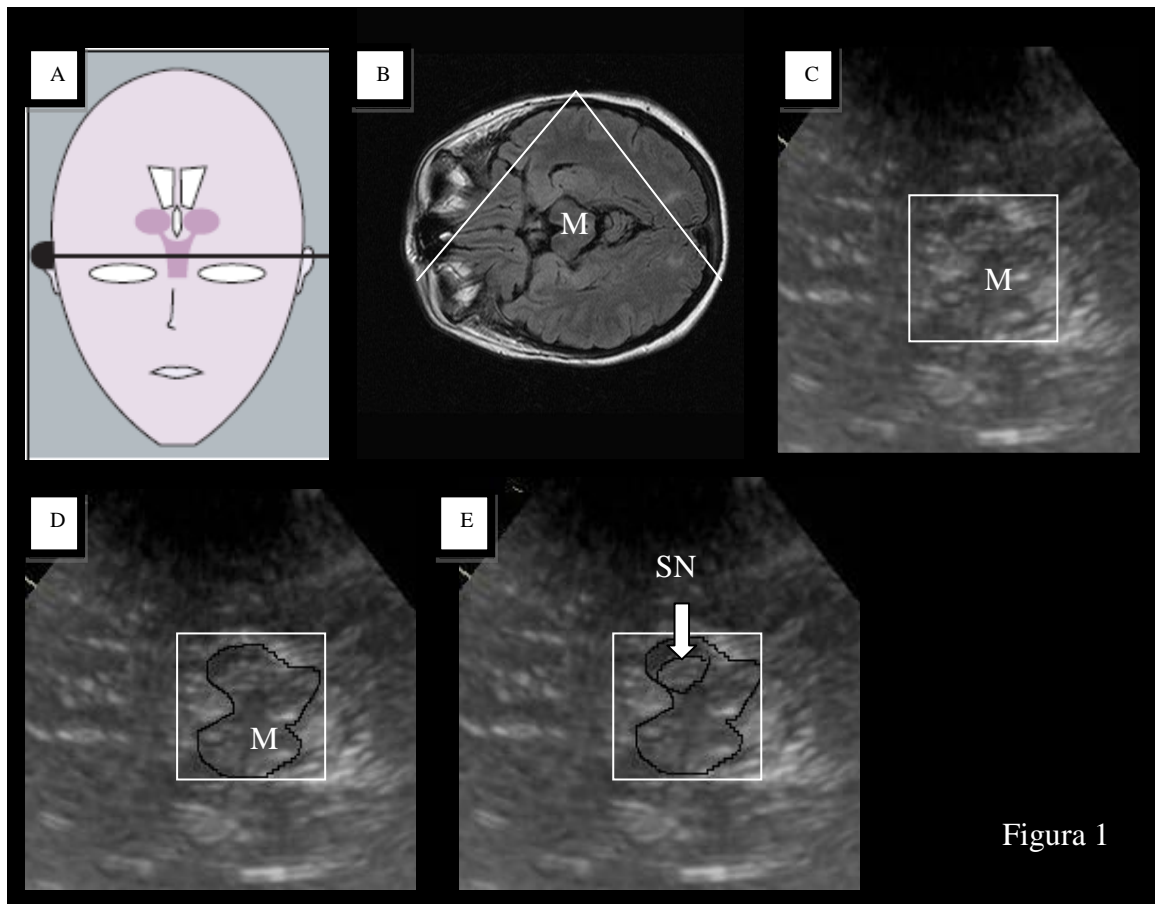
Plano mesencefálico. A. Ilustración esquemática del plano axial a nivel del mesencéfalo. B. RM cerebral, corte axial a nivel mesencefálico. C. Imagen de sonografía transcraneal correspondiente a B. El cuadro marca el área magnificada del mesencéfalo. D. Delimitación del mesencéfalo con una línea negra. E. Delimitación del área de la sustancia nigra, dentro del mesencéfalo. M= mesencéfalo. SN= sustancia nigra.
